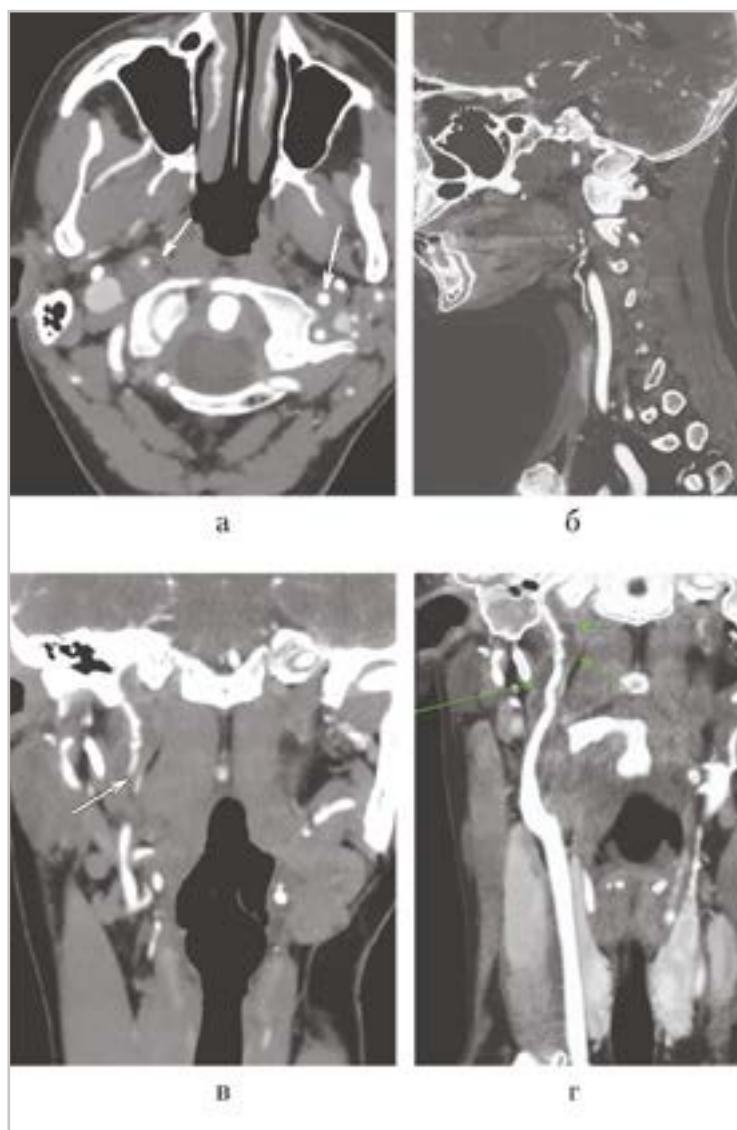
КТ-ангиография экстракраниальных отделов ВСА: *а* — аксиальная проекция, стрелками указан тромбоз обеих ВСА; *б* — сагиттальная проекция, правая ОСА и нитевидно контрастируется ВСА; *в* — корональная проекция, стрелкой указаны пристеночные тромботические массы в левой ВСА; *г* — корональная проекция, стрелками указаны пристеночные тромботические массы в правой ВСА
